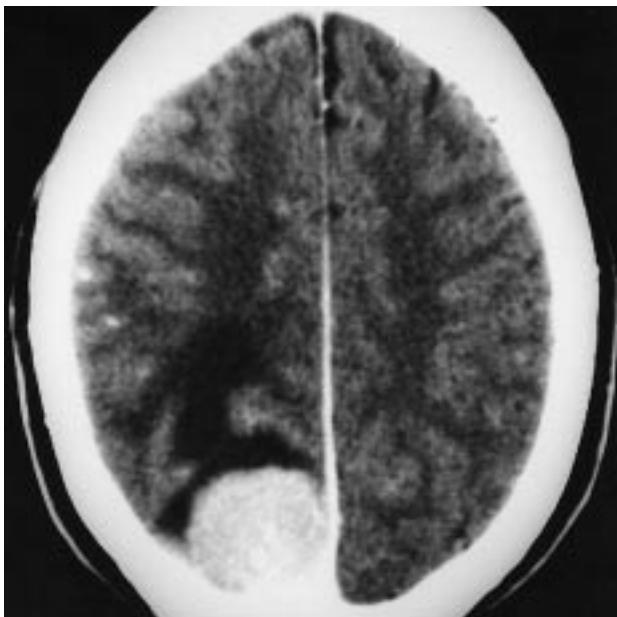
Tomografía axial computarizada craneal con contraste.
